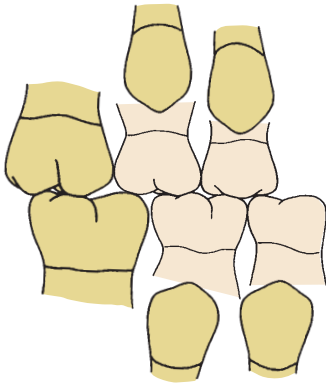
A diferença de tamanho entre os molares decíduos e os pré-molares, como se observaria numa radiografia panorâmica.
